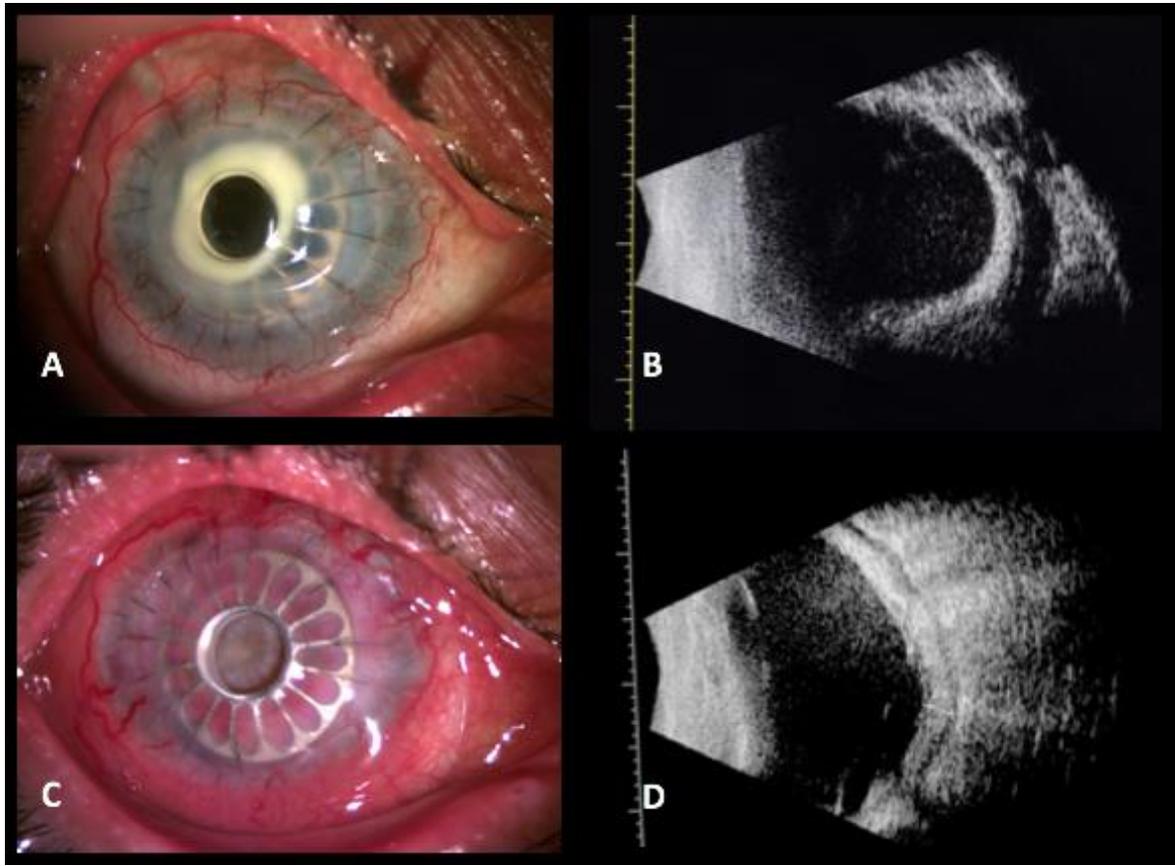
A. Fotografía clínica que demuestra inflamación moderada del segmento anterior junto con un infiltrado a nivel del injerto. B. Ecografía inicial donde hay celularidad 2+, grosor retinocoroideo dentro de rangos normales y sin la presencia de pseudomembranas. C. Fotografía clínica que demuestra la inflamación severa del segmento anterior, junto con la membrana inflamatoria posterior al óptico de la keratoprótesis. D. Ecografía de seguimiento donde se aprecia celularidad vítrea 4+, pseudomembranas y aumento del grosor retinocoroideo.
